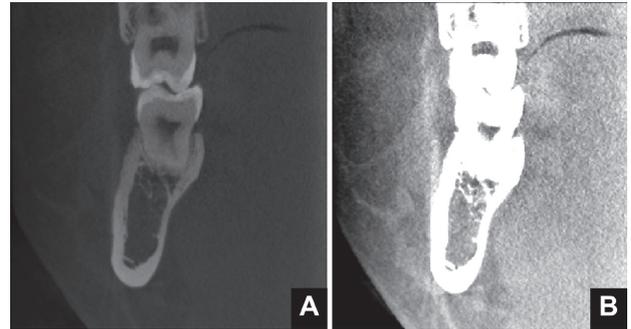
下顎右側臼歯部の歯科用CBCTのcoronal画像(A)とその画像に画像処理して軟組織を明瞭化したもの(B). 通常の歯科用CBCT(A)を画像処理し, 軟組織を明瞭化したもの(B)でも軟組織間の違いを評価することは難しい.
